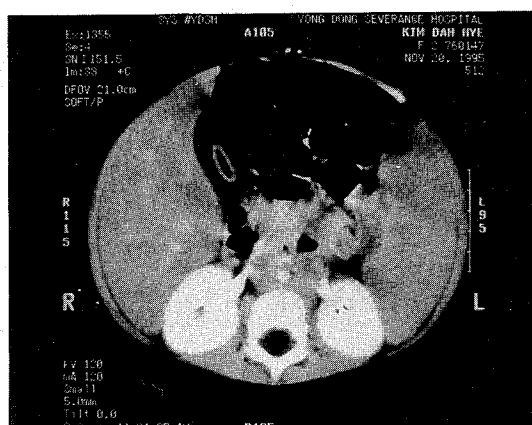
Abdominal CT scan showing massive hepatosplenomegaly.
